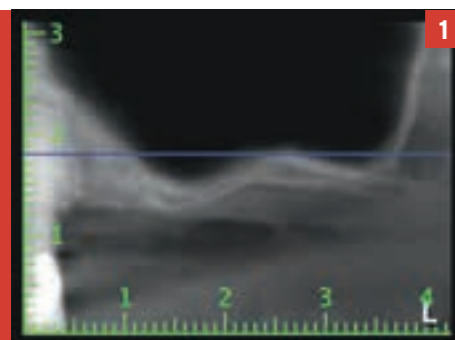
Präoperatives Röntgen mit durchschnittlicher Restknochenhöhe von 3,4 mm an Position 2.4, 2.5 und 2.6.
